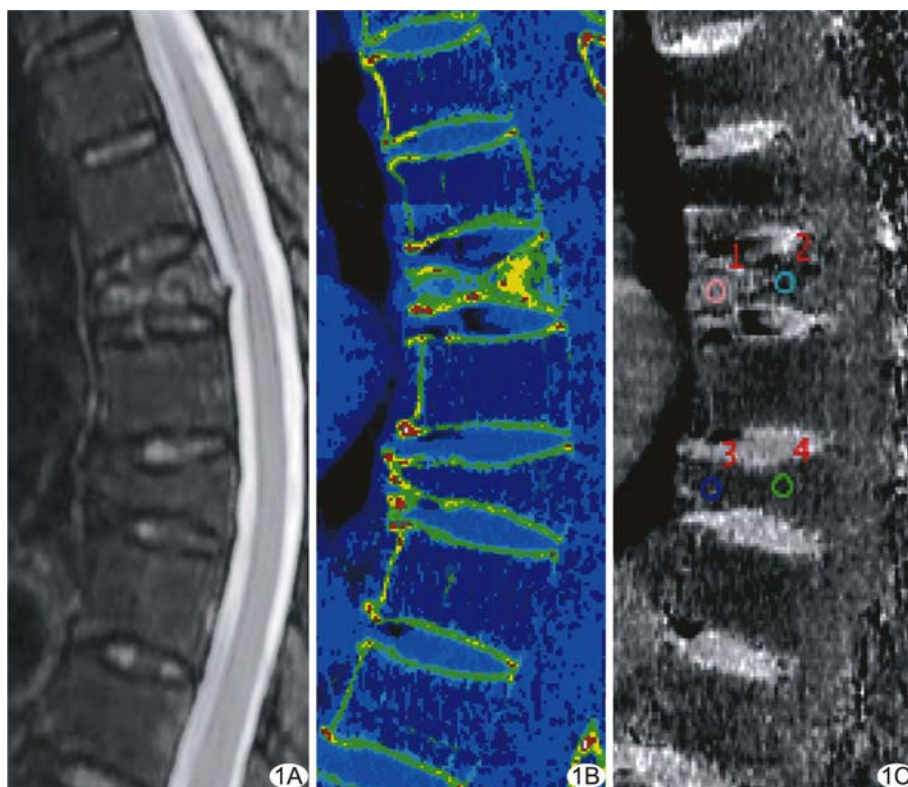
患者男,68 岁,T7 椎体急性压缩骨折,T9 椎体慢性压缩骨折 A. 矢状位 T2 脂肪抑制序列 MRI,T7 椎体斑片状高信号提示骨髓水肿,T9 椎体内未见明显异常高信号; B. 矢状位 VNHAP 融合伪彩图 T7 椎体较其他椎体色彩异常; C. 矢状位 VNHAP 灰度图,T7 椎体 ROI (1~4) 内所测相对水含量为 $1\,012.72 \text{ mg/cm}^3$,高于 T9 椎体的 993.48 mg/cm^3
